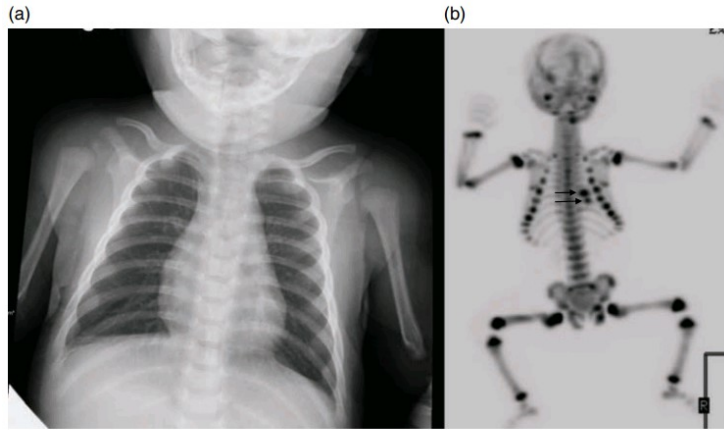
(a) 2-year-old male with suspected nonaccidental trauma. Anteroposterior chest radiograph shows no acute or healing fracture. (b) ^{18}F -NaF 3D Maximum intensity projection (MIP) bone scan showing focal intense radiotracer activity in the left posterior eighth and ninth ribs (black arrows) consistent with acute rib fractures.
